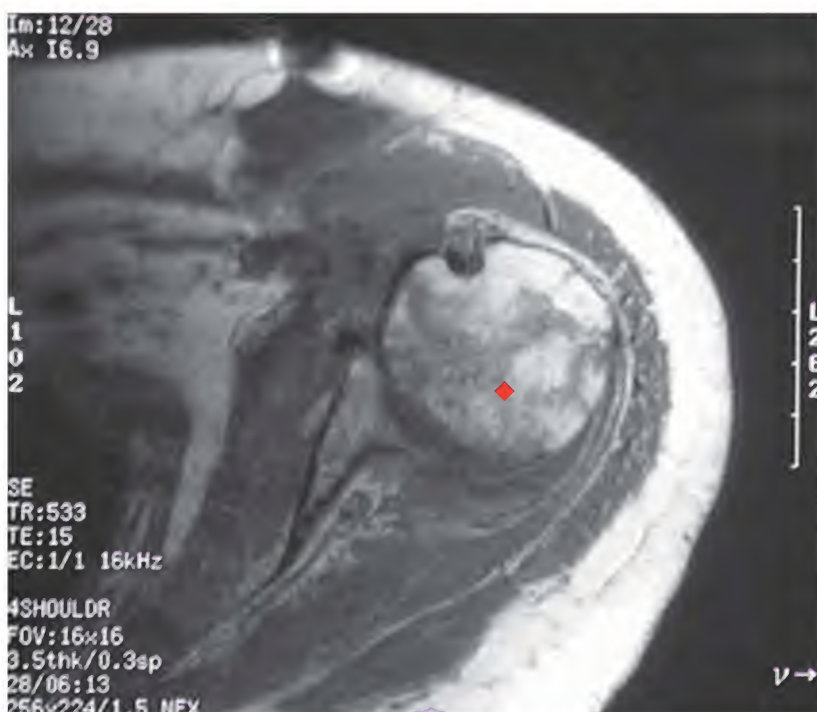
Osteomielitis crónica, resonancia magnética
